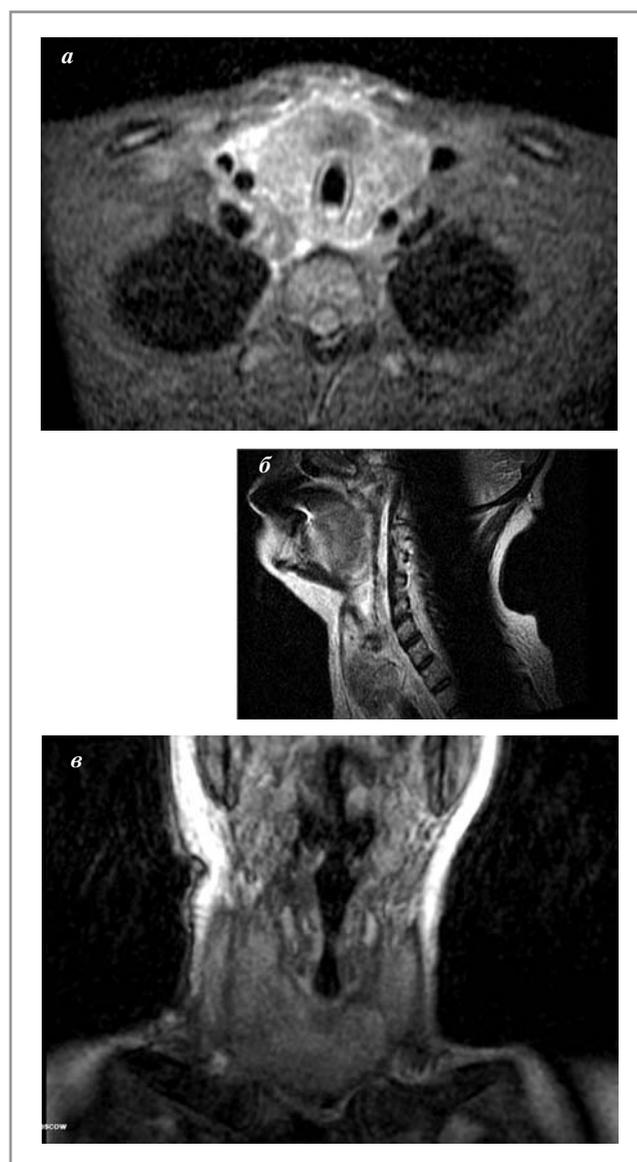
Магнитно-резонансные томограммы мягких тканей шеи. На снимках показана увеличенная щитовидная железа с гетерогенным МР-сигналом от паренхимы с выраженной отечностью околощитовидной клетчатки. Мягкие ткани заглоточной, позадиязычной и ретротрахеальной областей утолщены, отечны.
